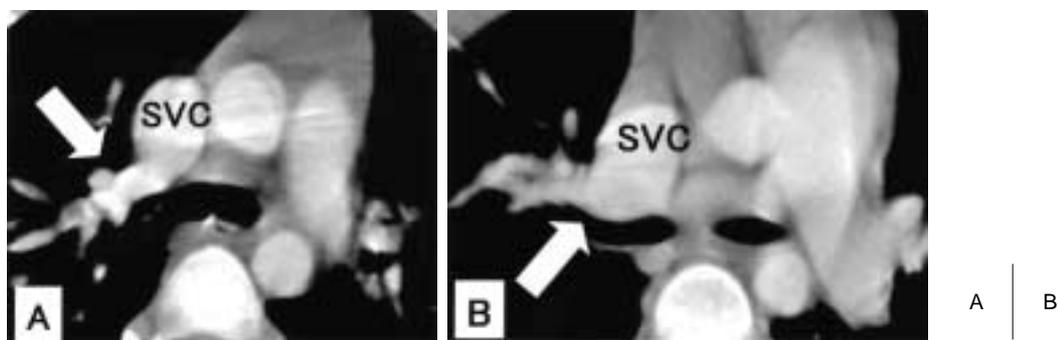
Right upper pulmonary venous connection to superior vena cava on computed tomographic diagnosis.
